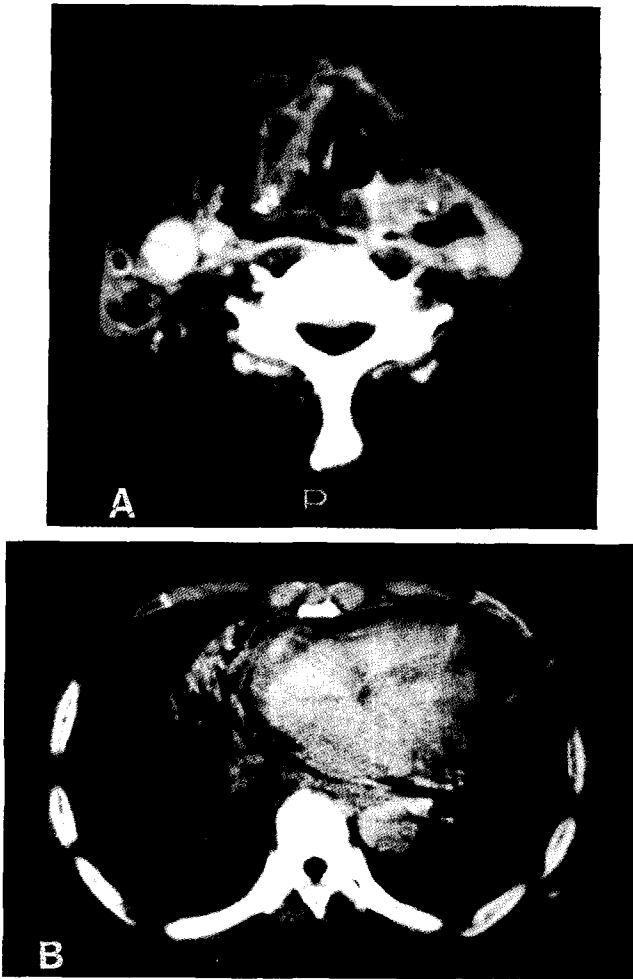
Computed tomographic scan shows parapharyngeal and retropharyngeal abscess of the neck(A) along with descending extension beyond the carina down to right lower lobar bronchus and pleural effusion also(B).
